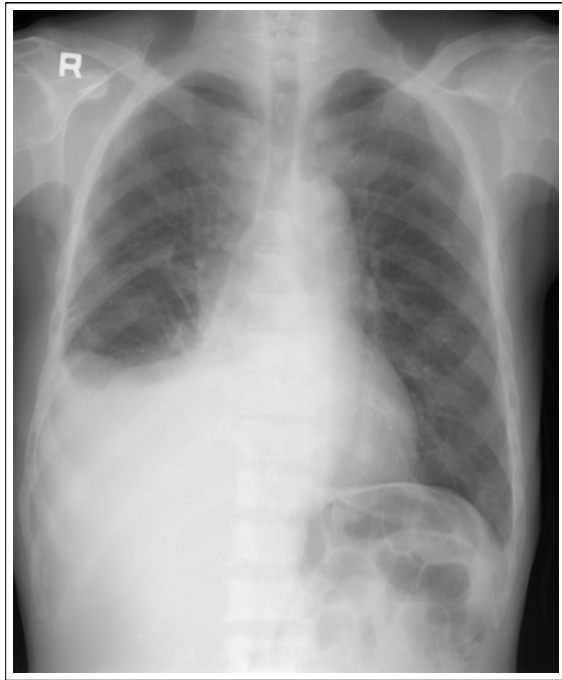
Chest X-ray showed no definitive parenchymal lesions. Pleural effusion was located in right lung.
